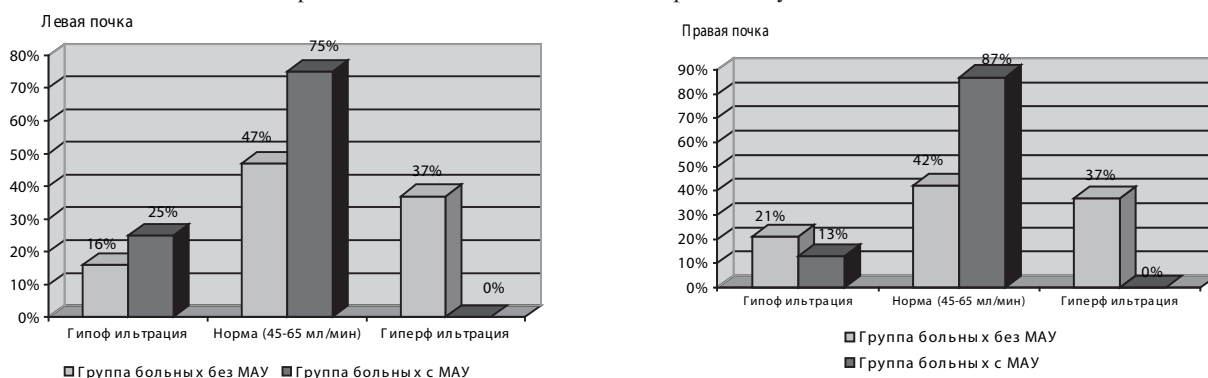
Сравнение показателей скорости клубочковой фильтрации у больных без и с МАУ. (По данным динамической ангиосцинтиграфии почек).
